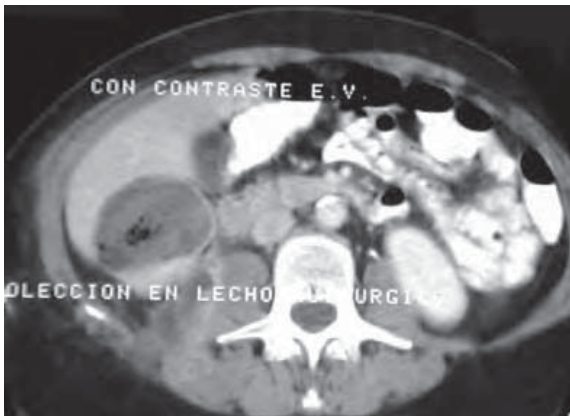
/6. TAC de abdomen. Colección purulenta en el lecho de una colecistectomía.
